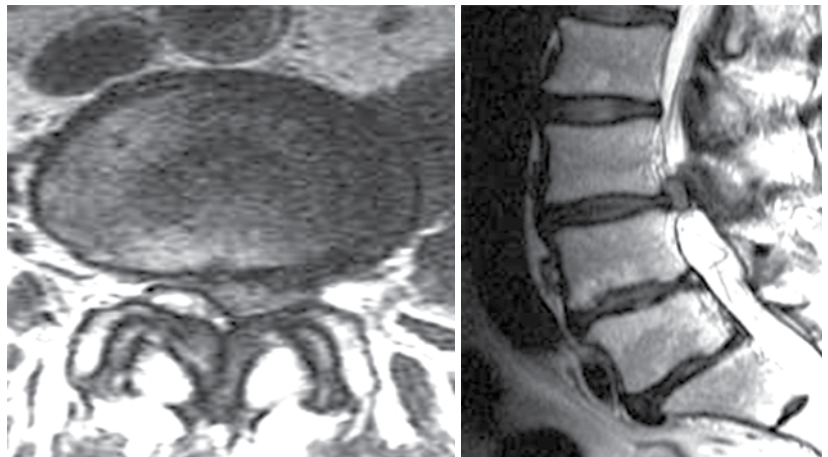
Грыжа диска L3–4 по результатам магнитно-резонансной томографии
